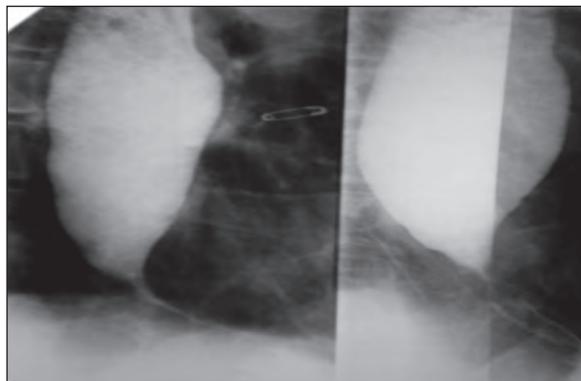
Рентгенологическое исследование пищевода
